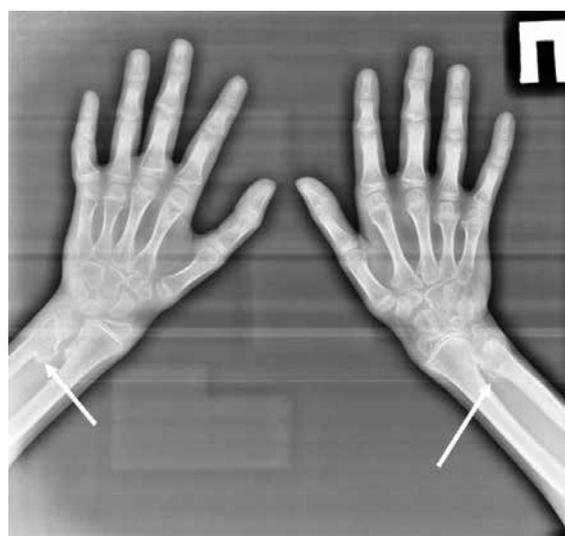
Рентгенография костей верхних конечностей пациента И. Множественные экзостозы (указаны стрелками)
